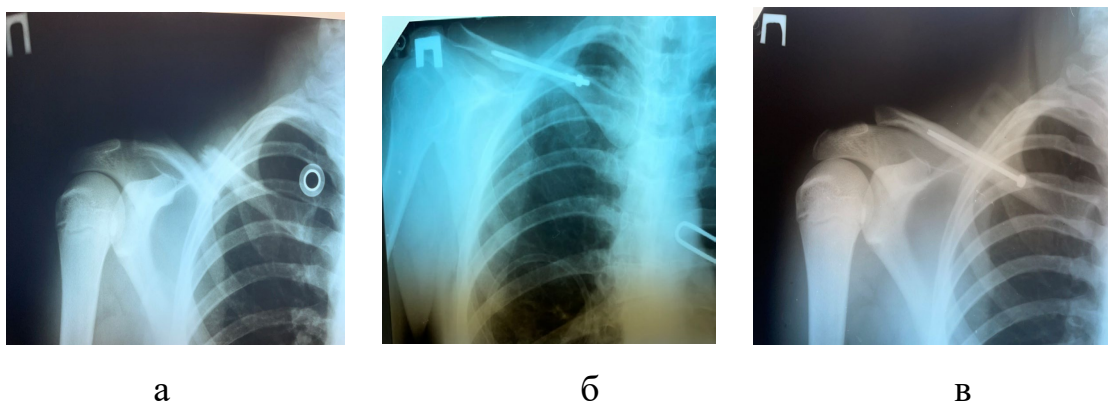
Фото рентгенограм правої ключиці хворого Б-ів А.В., діагноз: закритий дислокований перелом тіла правої ключиці OTA 15A3 (а), після операції закритого остеосинтезу правої ключиці компресуючим стрижнем(б), консолідація фрагментів правої ключиці через 9 тижнів після операції (в).
